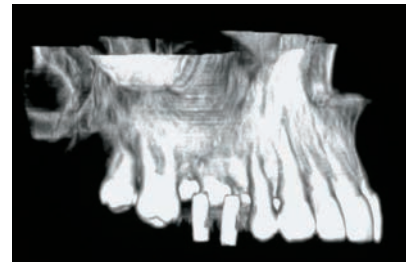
A tomografia computadorizada realizada com o modelo de diagnóstico na boca confirma o defeito ósseo entre a posição ideal da coroa protética e o osso alveolar residual. Sem a reconstrução, o implante seria colocado muito distante, no plano apical e palatal, o que resultaria em um resultado distante do ideal.
